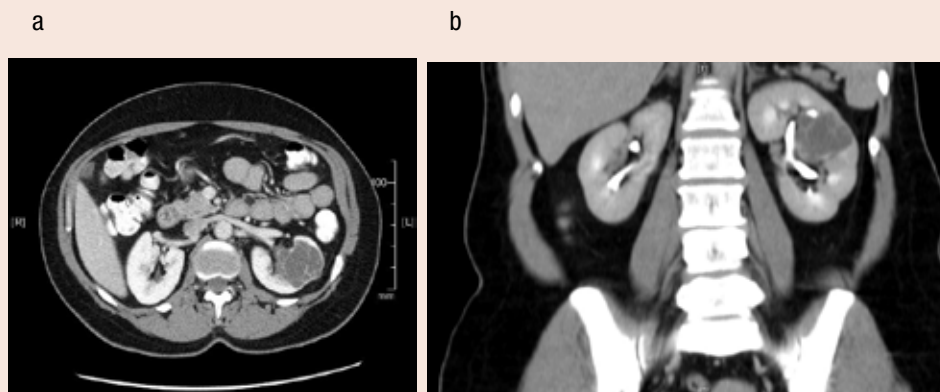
Abdominal CT. a, venous phase, representative section of left renal mass, axial section. b, delayed phase, representative section of left renal mass, coronal section.
